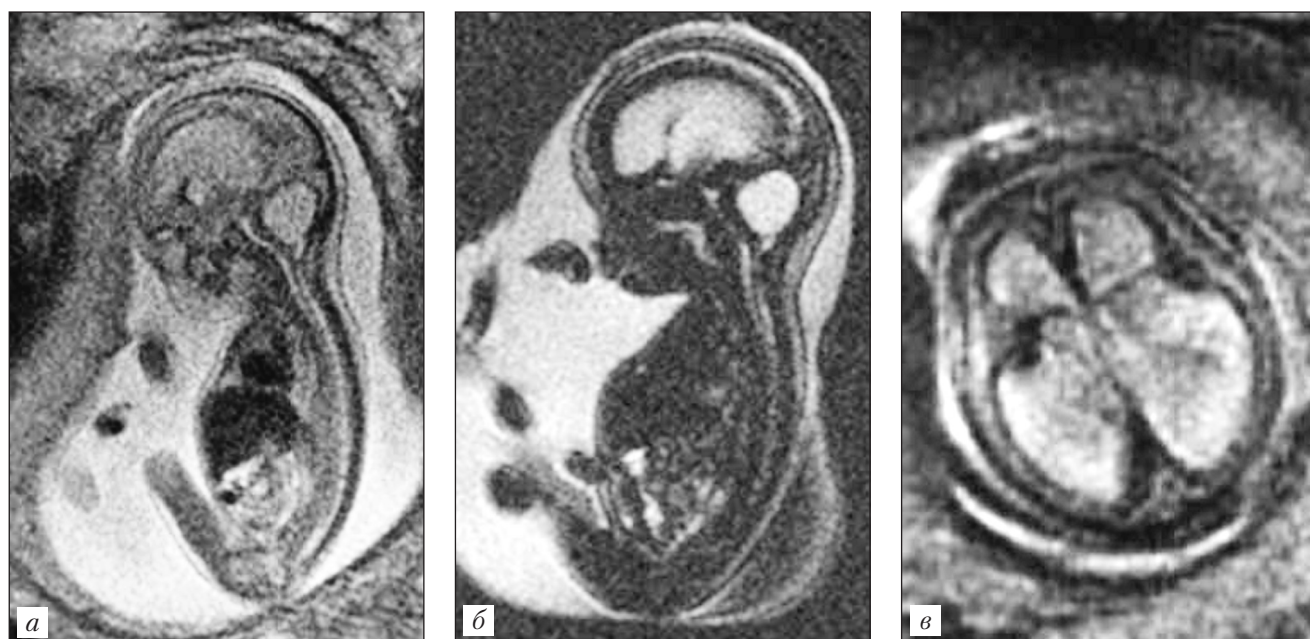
Аномалия развития ЦНС по типу мальформации Денди — Уокера. Гидроцефалия. Киста задней черепной ямки. Беременность 22–23 нед. Магнитно-резонансная томография: *а* — SS FSE, сагиттальный скан; *б* — МРТ, сагиттальный скан; *в* — SS FSE, аксиальный скан; визуализируется истонченное мозолистое тело (по К. Ф. Юсупову)
